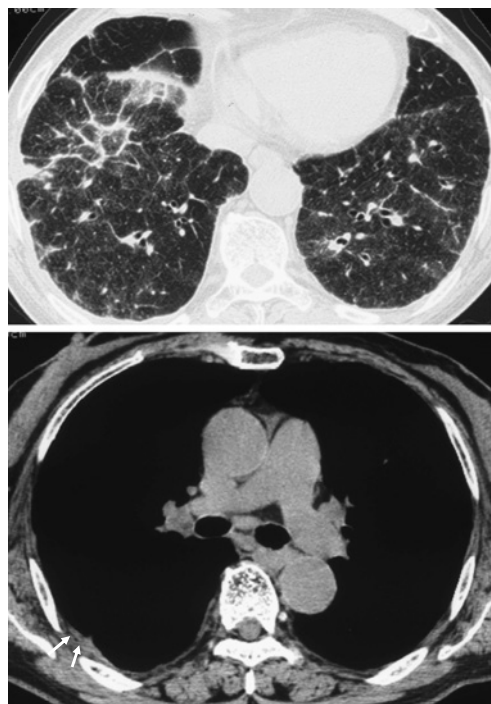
Chest CT scan on admission at the level of the lower lung zone shows diffuse ground-glass opacity, centrilobular nodules, peribronchovascular interstitial irregular thickening and right pleural irregular thickening (white arrows) without bilateral hilar lymph node enlargement.
